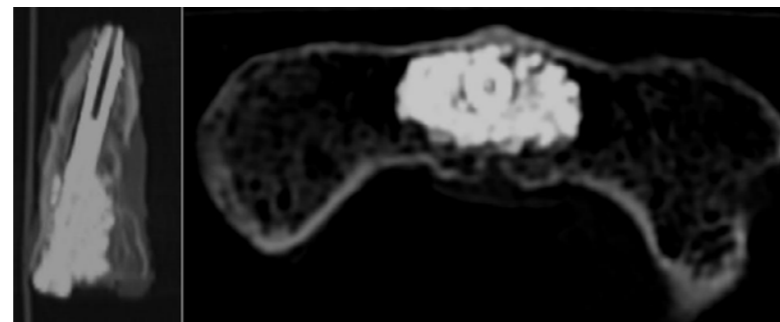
(rechts): Sagittale und axiale CT-Darstellung einer zementaugmentierten anterioren Zugschraubenosteosynthese bei osteoporotischer Typ-II-Densfraktur. Die Zementwolke ist zirkumferent um den Schraubenschaft herum nachweisbar ohne Leckage in den Frakturspalt oder Spinalkanal.
